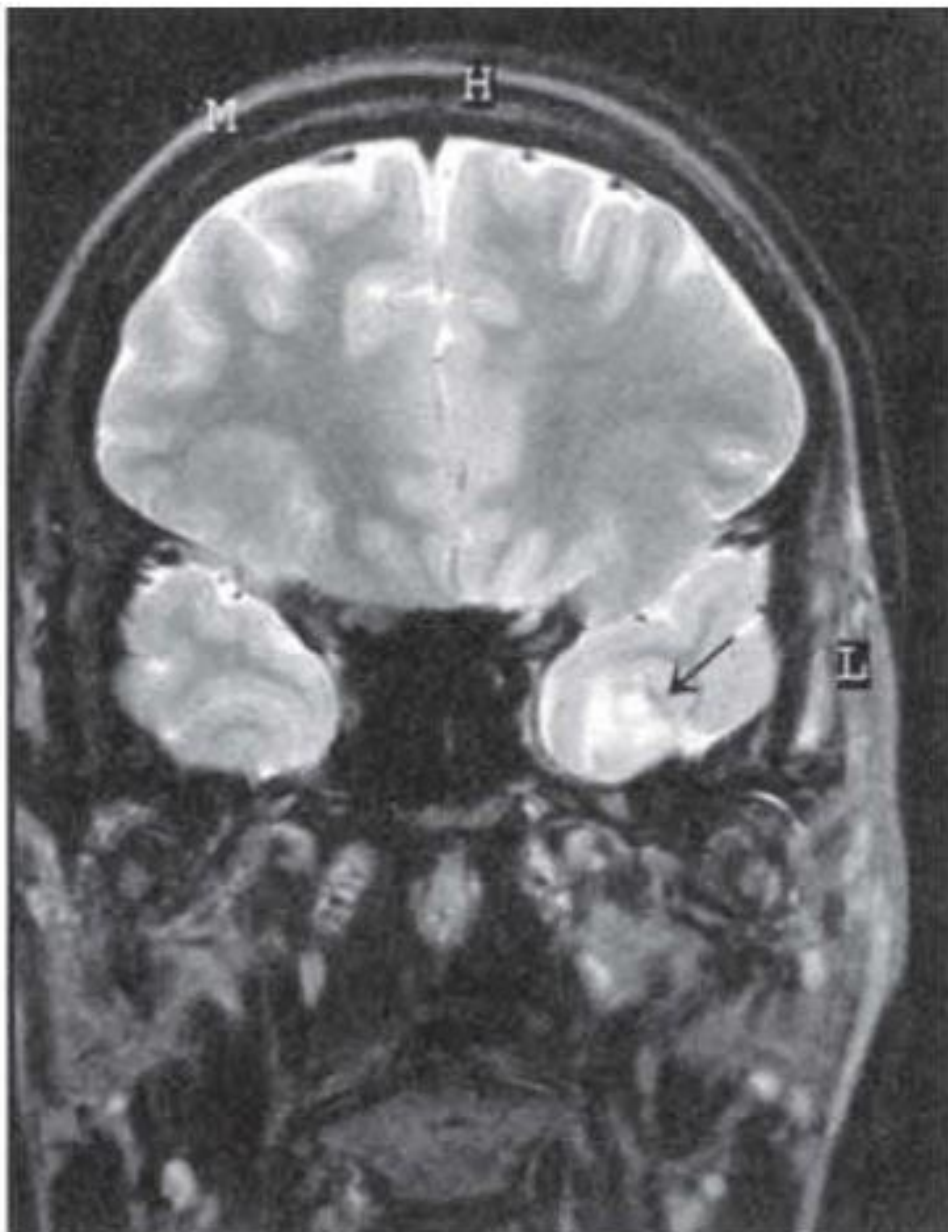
МРТ головного мозга (корональный срез), поражение височной доли (указано стрелкой) играет роль эпилептогенного очага
